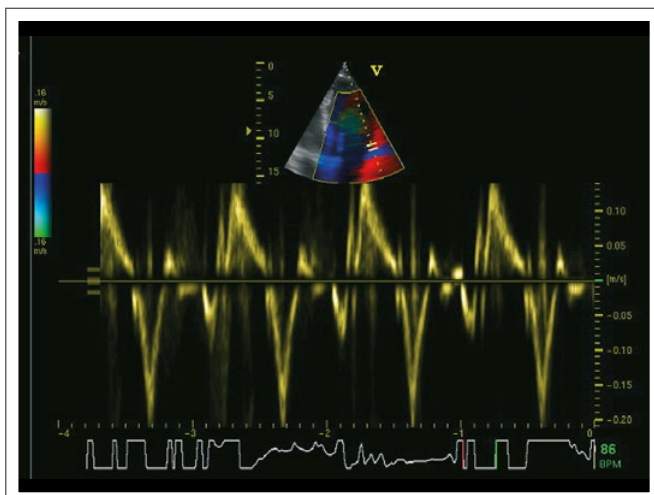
Normales Gewebedopplermuster lateral.
